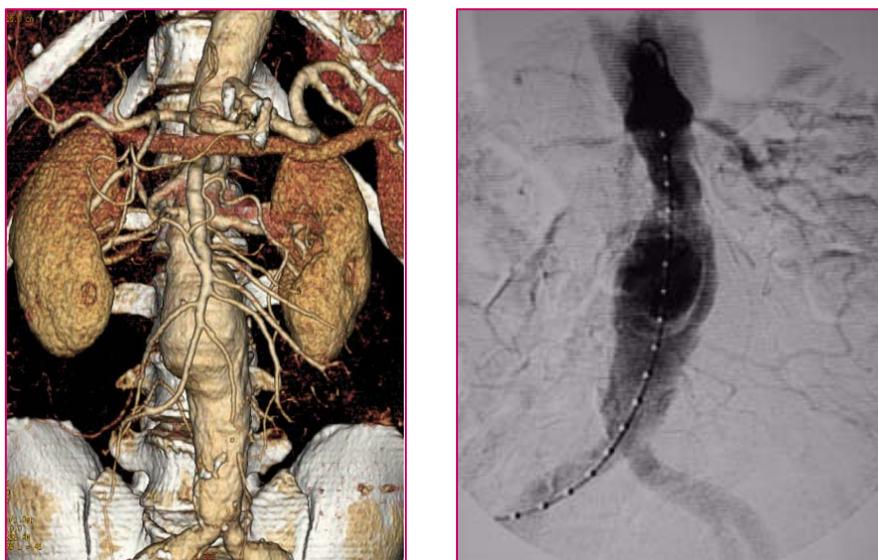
VISIÓN COMPARATIVA ENTRE UNA TAC CON RECONSTRUCCIÓN 3D Y UN ANGIOGRAMA DE UN AAA
